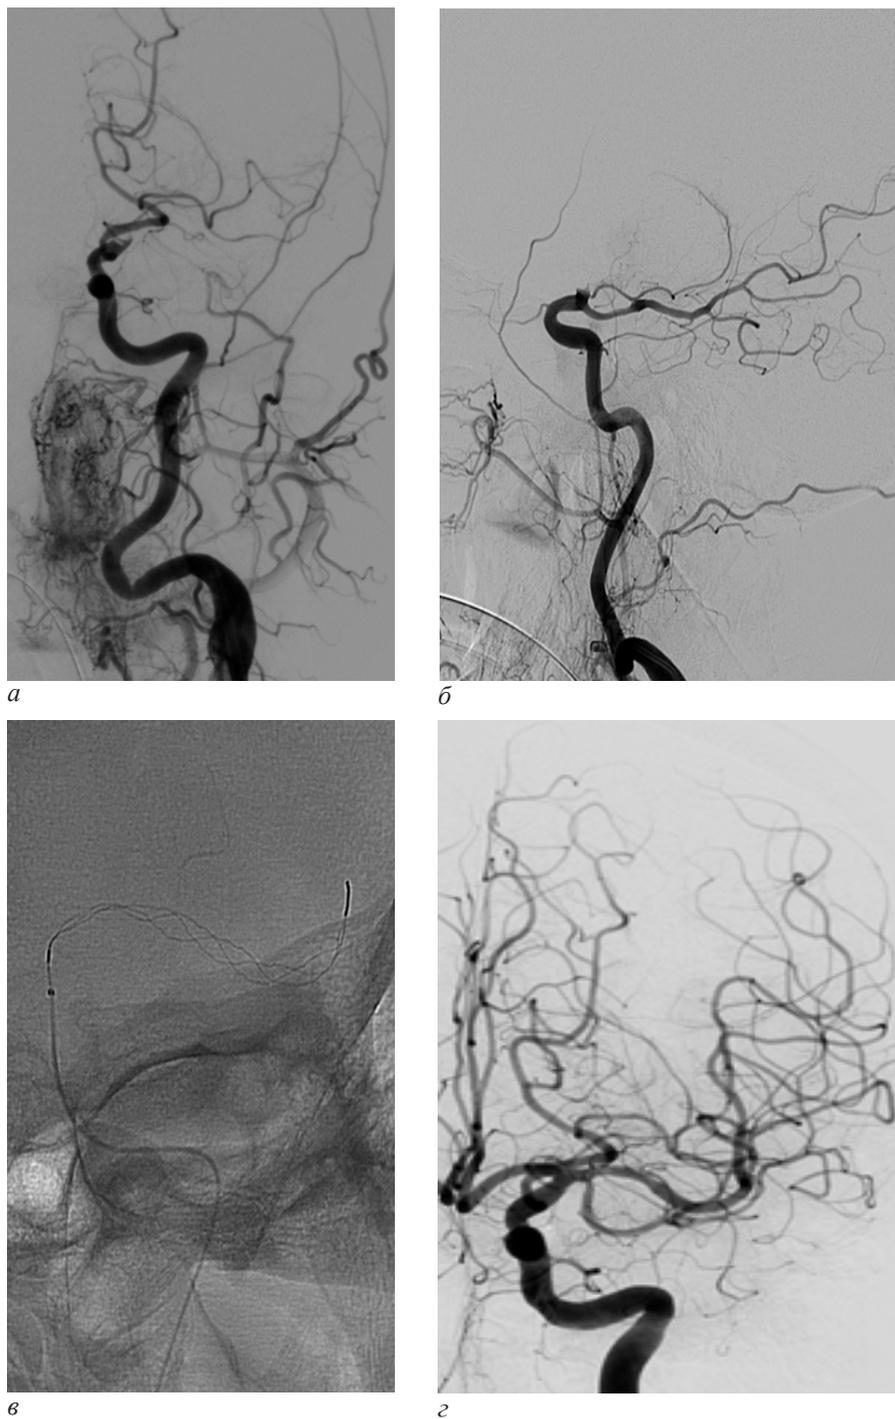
Пример внутрисосудистой тромболэктомии при окклюзии левой внутренней сонной артерии: а, б – окклюзия супраклиноидного сегмента левой ВСА; в – раскрытый стент-ретривер в левой средней мозговой артерии; г – результат операции. Полное восстановление перфузии в ранее окклюзированной бассейне
